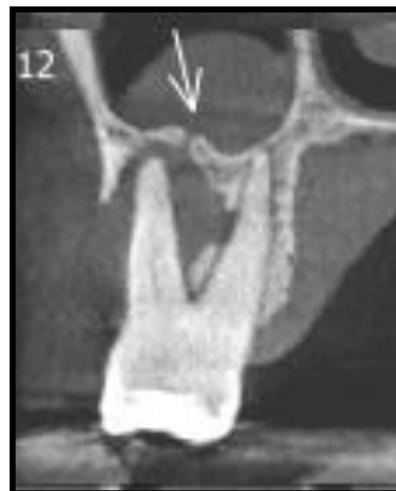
Corte parassagital da tomografia cone beam do dente 27 mostrando a condição clínica inicial do caso.
